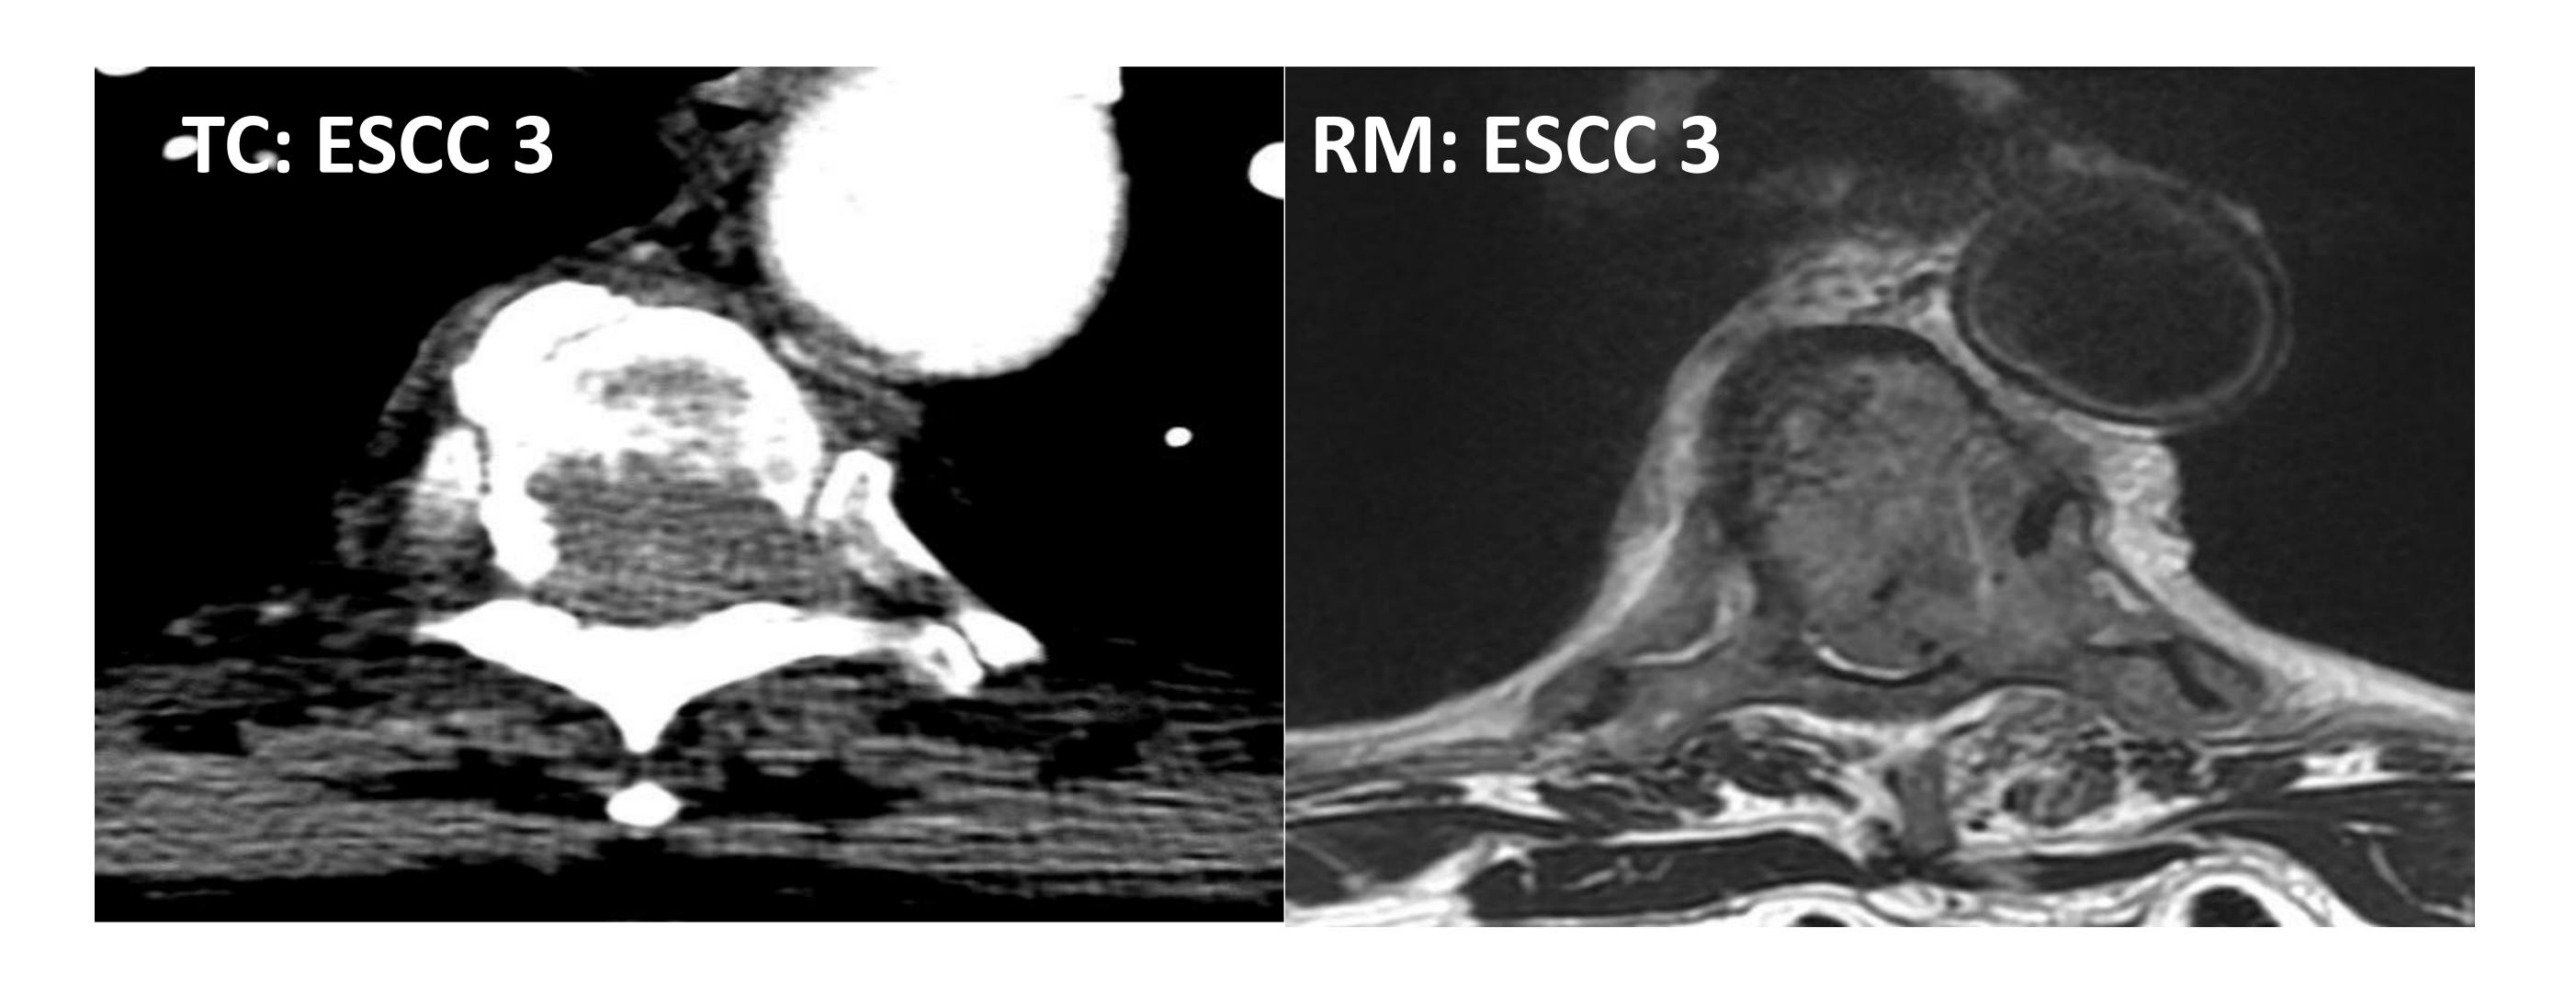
<u>Paciente 11</u>: los resultados de TC y RM concuerdan: ESCC 3; SINS 12 (Indeterminado)
